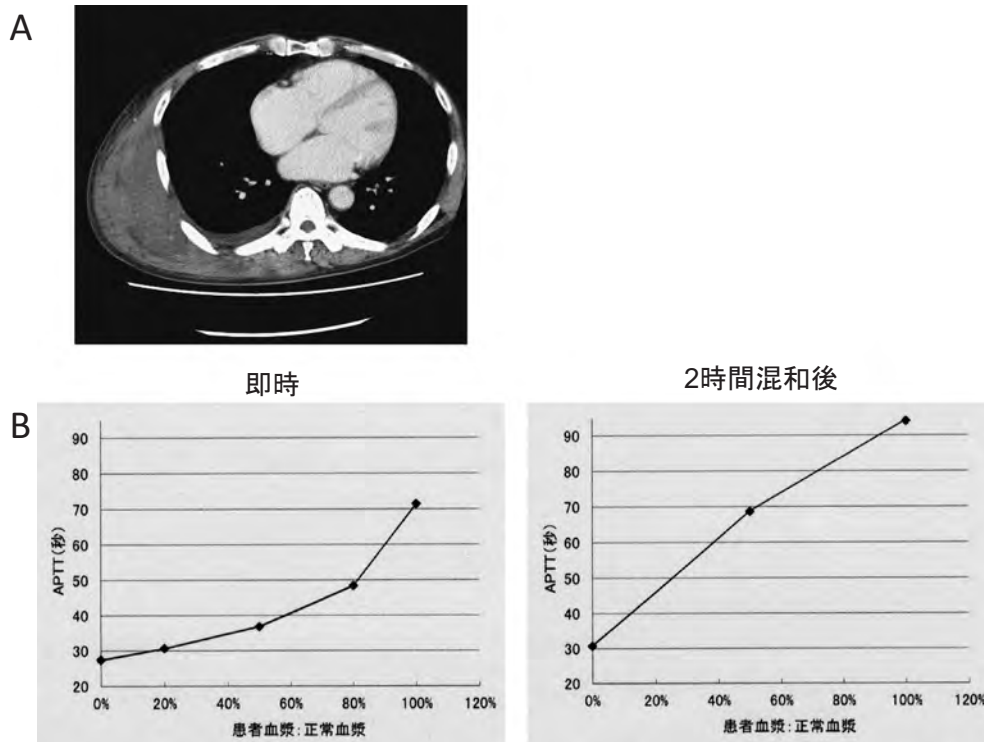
胸部造影CT検査にて右側胸部の巨大血腫を認めた。
